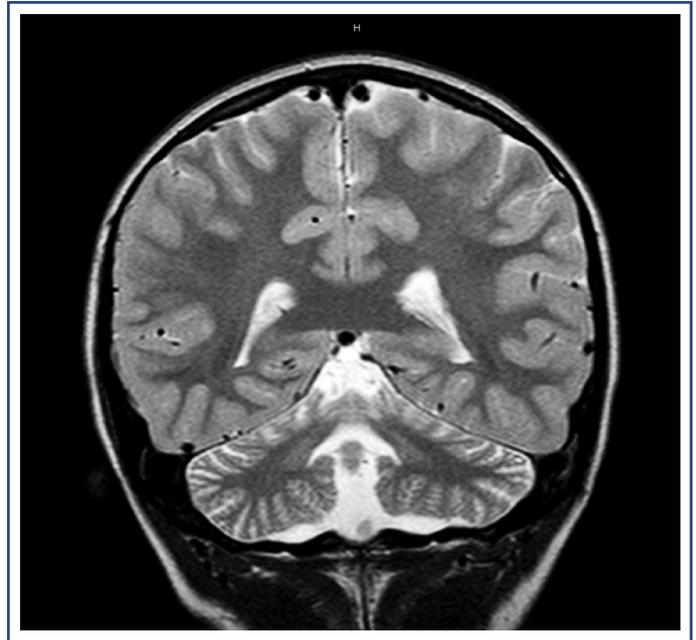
RMN all'età di 8 anni. La sequenza coronale T2 mostra atrofia simmetrica di entrambi gli emisferi cerebellari con assottigliamento corticale.
